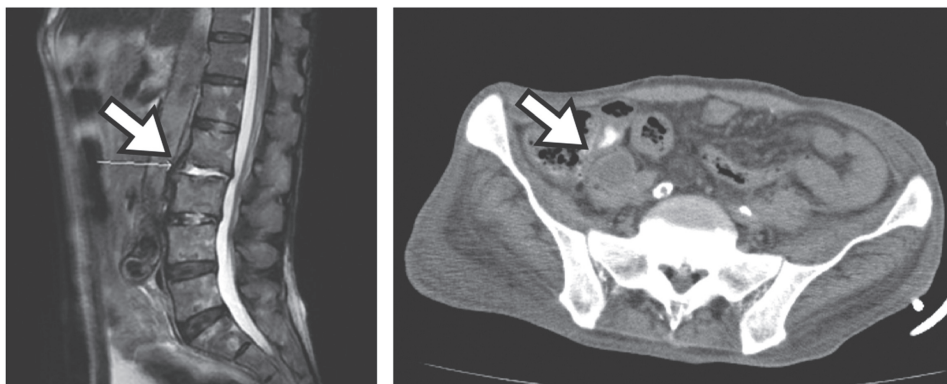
腰部 MRI と骨盤部単純 CT 検査 (第 69 病日)
